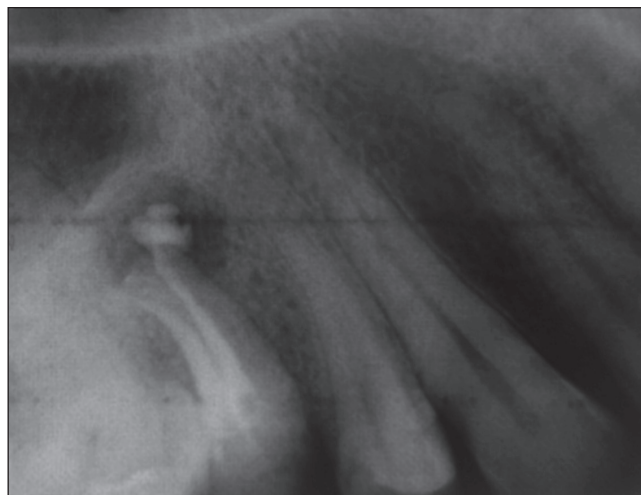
Рентгенограмма зуба 1.5 через 6 месяцев
